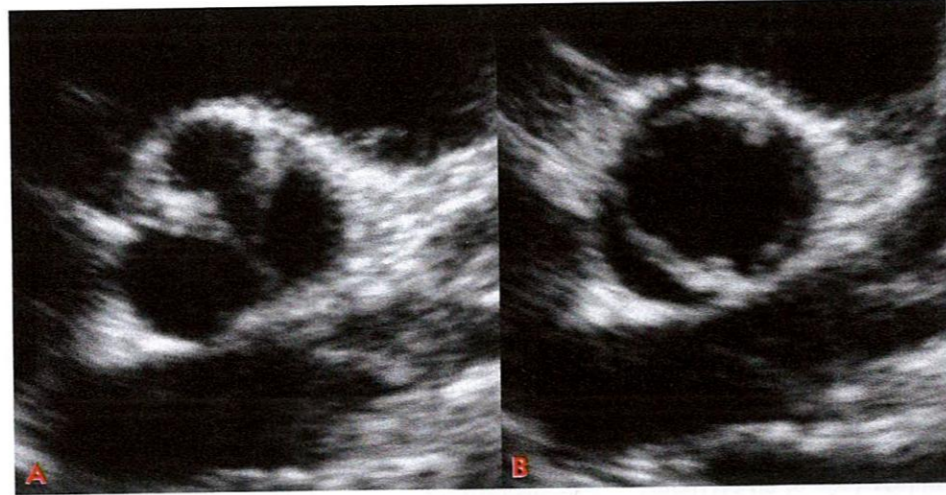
Scansione parasternale asse corto di valvola aortica bicuspidale: A) in diastole, risulta difficile la diagnosi differenziale con una valvola tricuspidale ispessita; B) in sistole, l'orifizio di apertura è ellittico e non triangolare.
